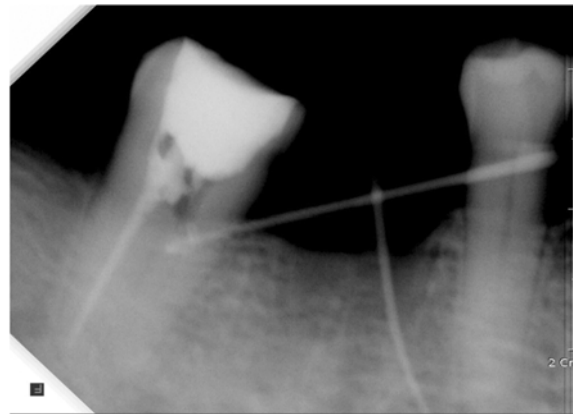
Periapical radiographic image
